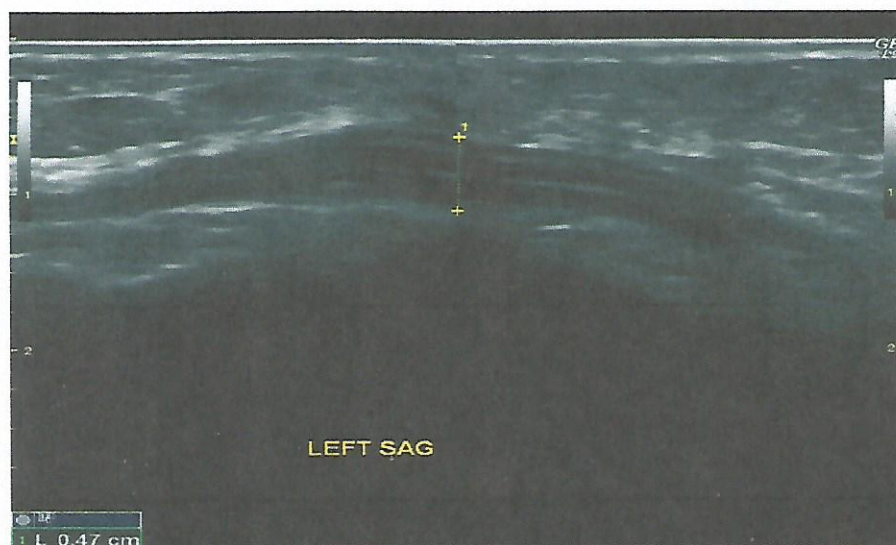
УЗИ локтевого нерва больной С-Т.А. (И/Б. № 48074/11-2012), 36 лет с диагнозом: Невропатия локтевого нерва в области кубитального канала слева
